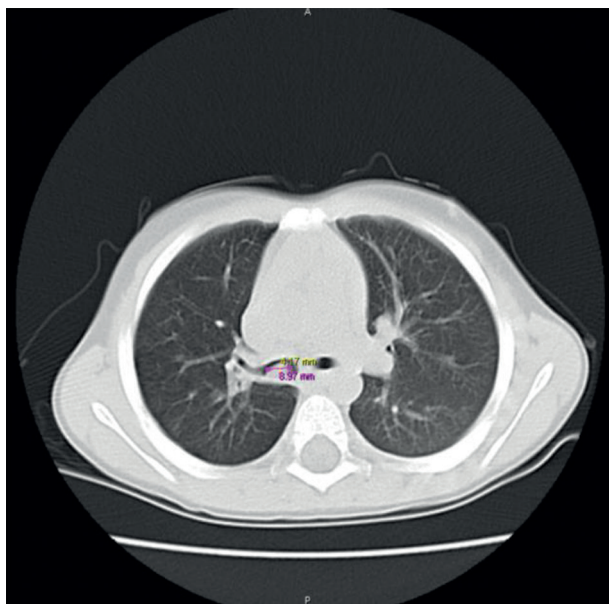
Caso 3. Tomografia computadorizada torácica: Observa-se no brônquio principal direito uma formação vagamente nodular e moderadamente densa, aderente à vertente posterior com cerca de 8 x 4 mm. Os tomogramas efetuados em decúbito ventral mantêm esta posição aderente à parede e poderá corresponder a eventual corpo estranho.
